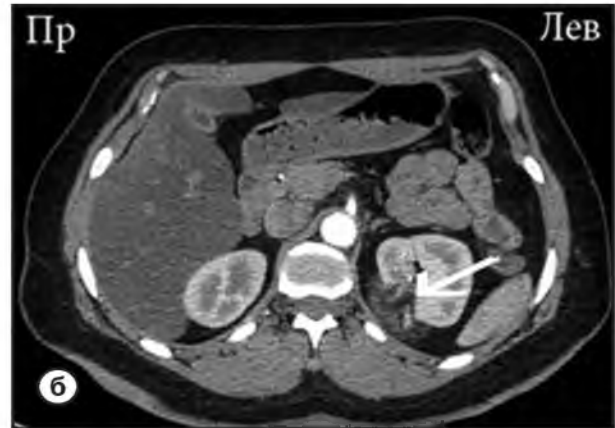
МСКТ брюшной полости и забрюшинного пространства
